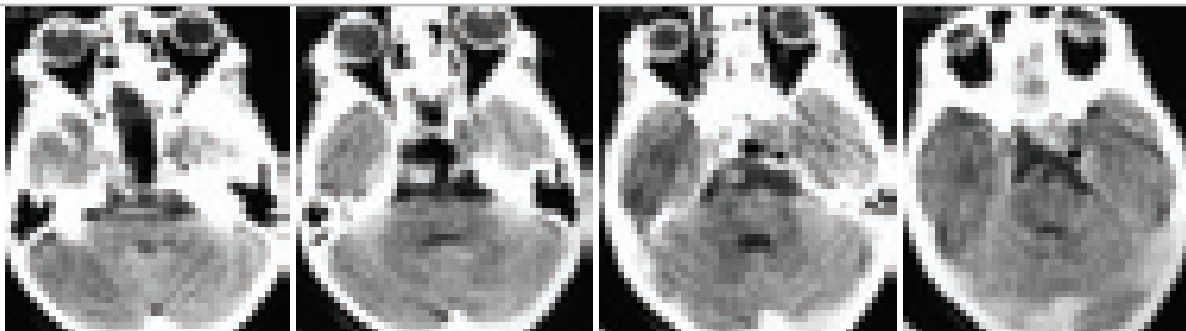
КТ на 7 сутки после операции – “эндоскопическое трансназальное удаление большой хордомы основания черепа”. Больной Ц., 9 лет. Радикальное удаление опухоли.
